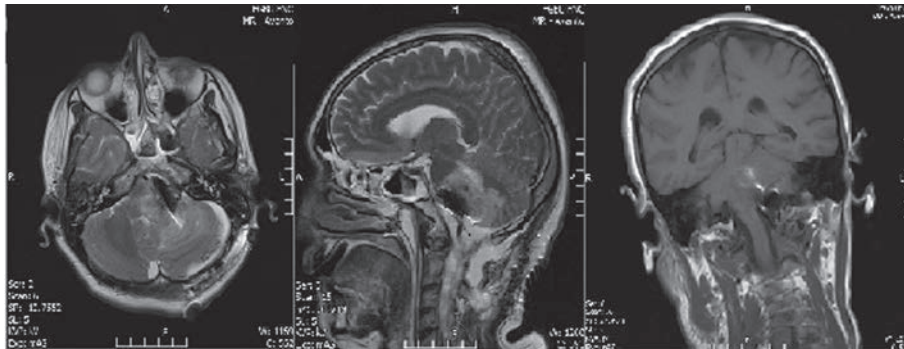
Контрольные снимки МРТ больной Е., 46 лет, в 1-е сутки после операции. Виден расправившийся ствол мозга, остатки объемного образования.
